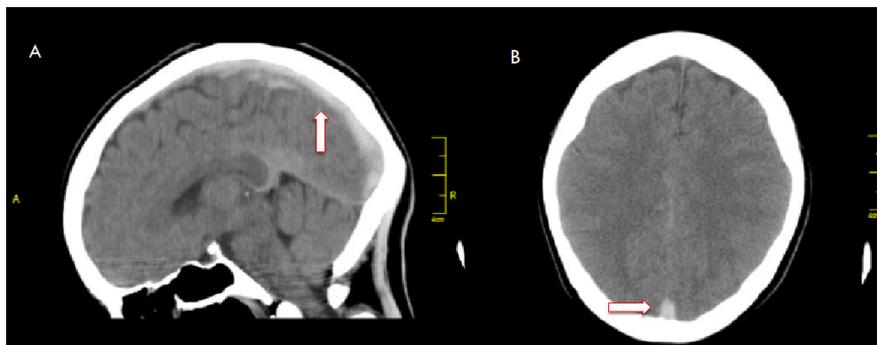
Tomografía de cráneo simple. A) Corte sagital que evidencia hiperdensidad espontánea del seno longitudinal superior, la cual se observa también en el corte axial (B).
